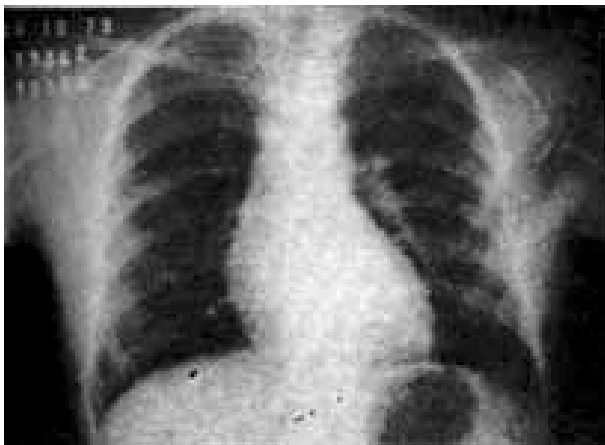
Radiografia do tórax no pós-operatório mostrando normalização da área cardíaca.
